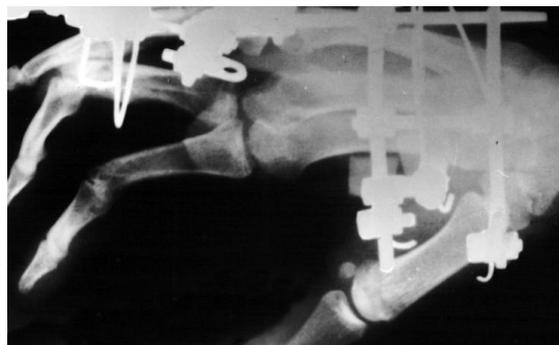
Рентгенограмма кисти больного К., 24 лет, через 10 дней после наложения специального устройства для устранения застарелого вывиха проксимальной фаланги III п. правой кисти
